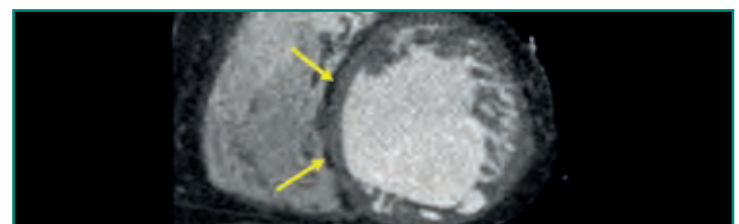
TC en un paciente con DAVD, hay grasa intramiocárdica (flechas amarillas) en el septo interventricular.
